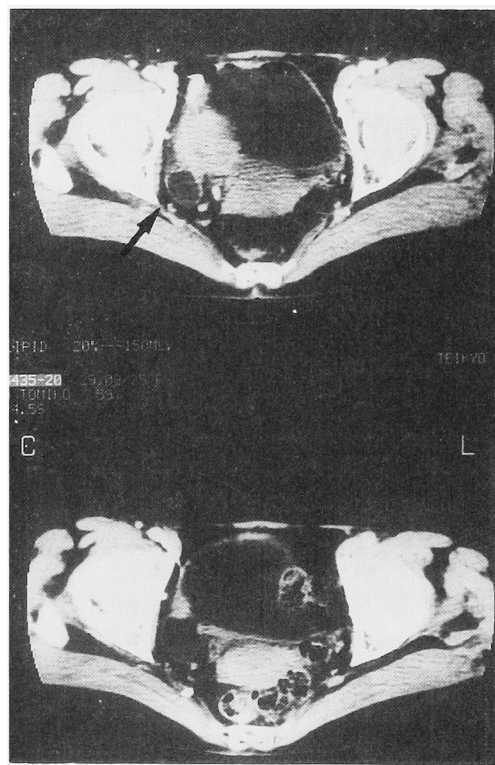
upper: CT scan of case 4 with T3 bladder cancer accompanied with a large diverticulum (arrow).
